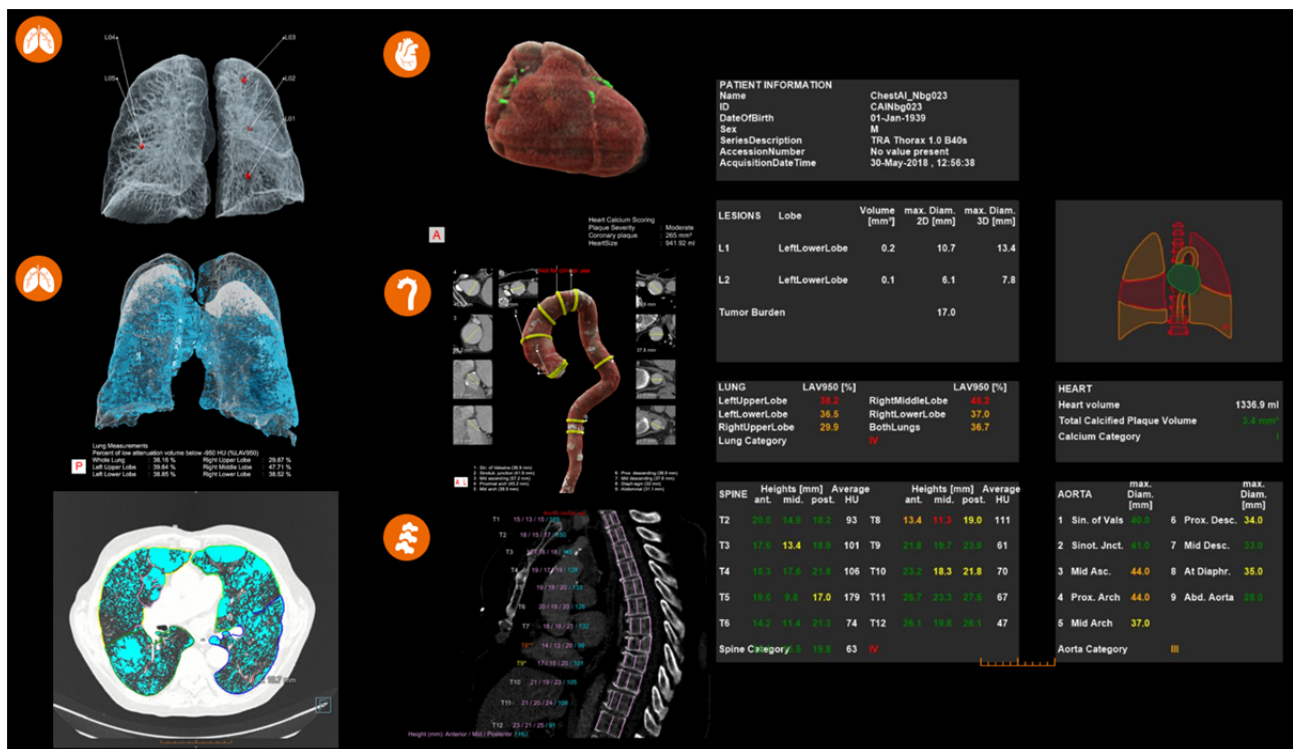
胸部CT画像におけるAI画像解析受託サービス結果
